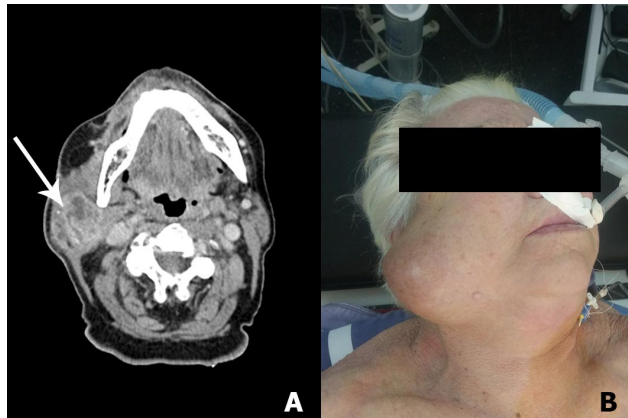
Carcinosarcoma de parótida. (A) Imagen de tomografía axial computada. Se señala la lesión tumoral (flecha). (B) Imagen clínica donde se observa la tumoración parotídea derecha.
